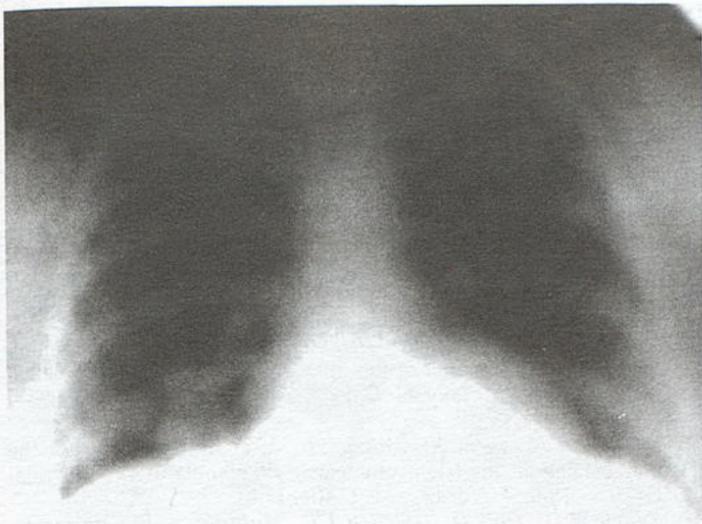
Рентгенограмма легких. Множественные округлые тени с четкими контурами разных размеров.
